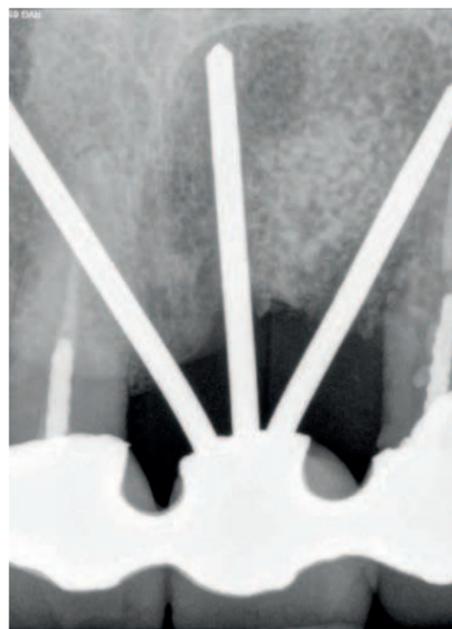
Controllo radiografico a 30 giorni.
